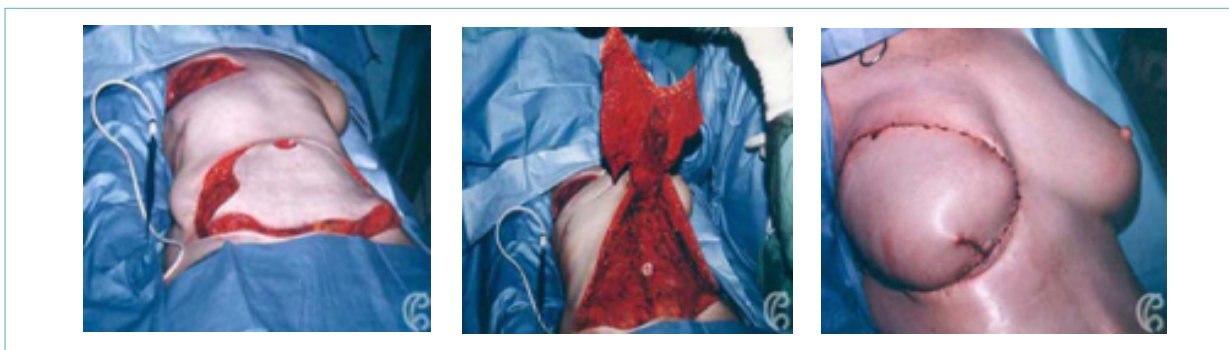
RM par lambeau du muscle droit TRAM. Libération et squelitisation de l'artère épigastrique supérieure sur toute sa longueur. (Annales de chirurgie plastique esthétique. Volume 55, n°2 (avril 2010)).
